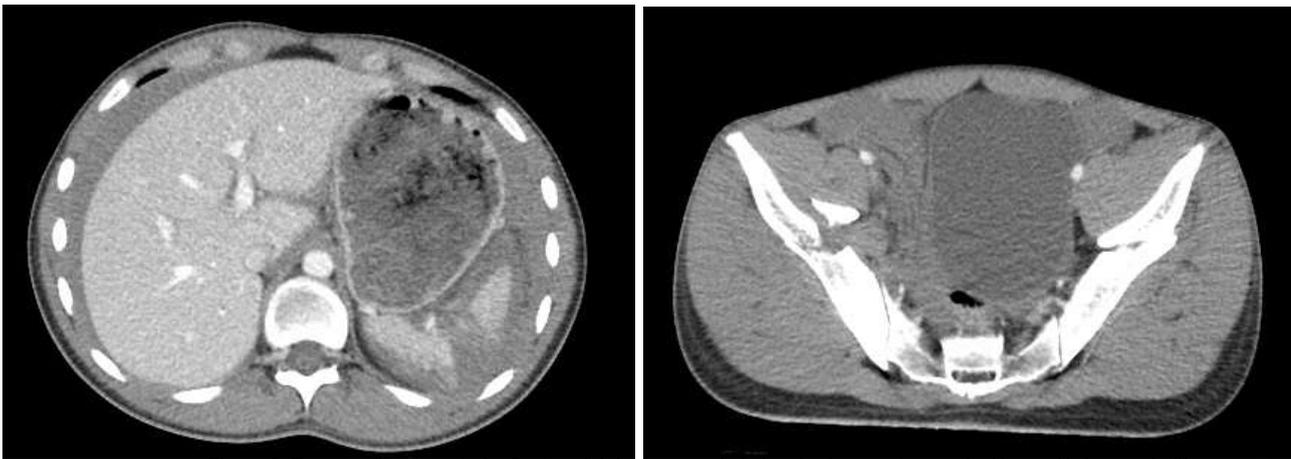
Tomografía computada. Corte axial. La imagen de la izquierda muestra una lesión esplénica grado III. La imagen de la derecha una fractura de pelvis y un hematoma pélvico subyacente que desplaza la vejiga.
